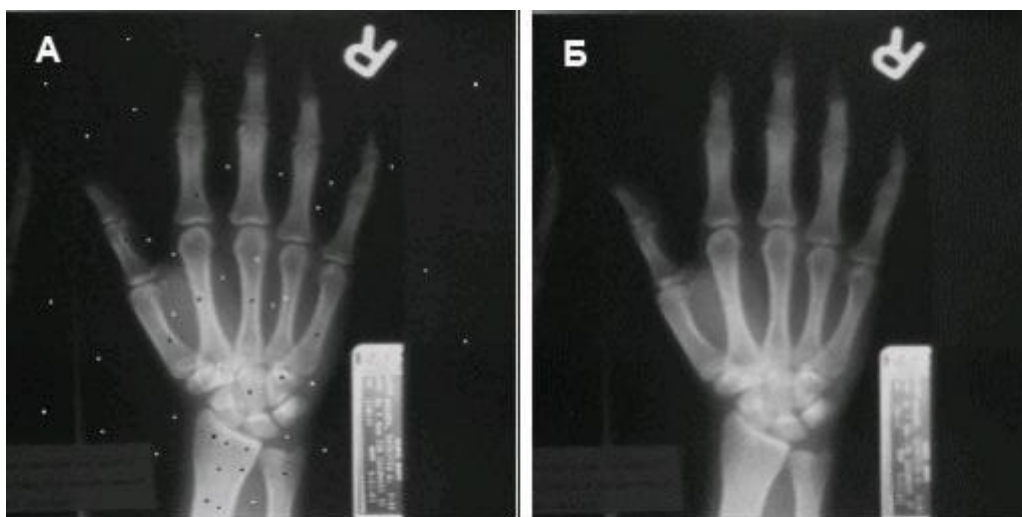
Приклад зашумленого рентгенівського зображення (А) і зображення, що знає медіанної фільтрації (Б) (фото А.Нанбур).
